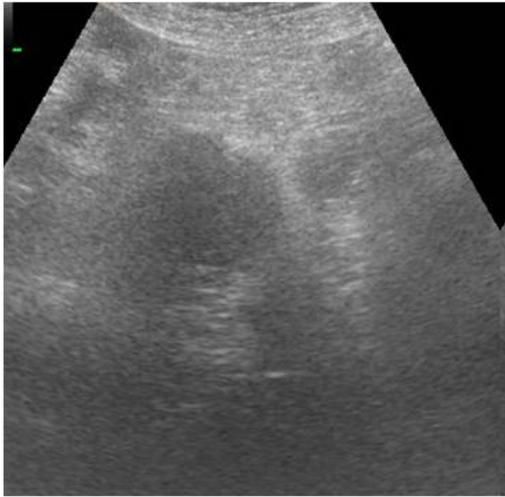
Paciente varón de 55 años que acude a UMED por dolor abdominal asociado a náuseas sin vómitos ni fiebre. Se le realiza una ecografía abdominal y se completa el estudio con TC abdominopélvico tras la administración de CIV donde se observa: En mesenterio yeyunal sin plano de separación grasa con el mismo, se observa área hipodensa bien delimitada de 43 x 41 mm de diámetro, con anillo hiperdenso, con aumento de densidad de la grasa adyacente por cambios inflamatorios.
